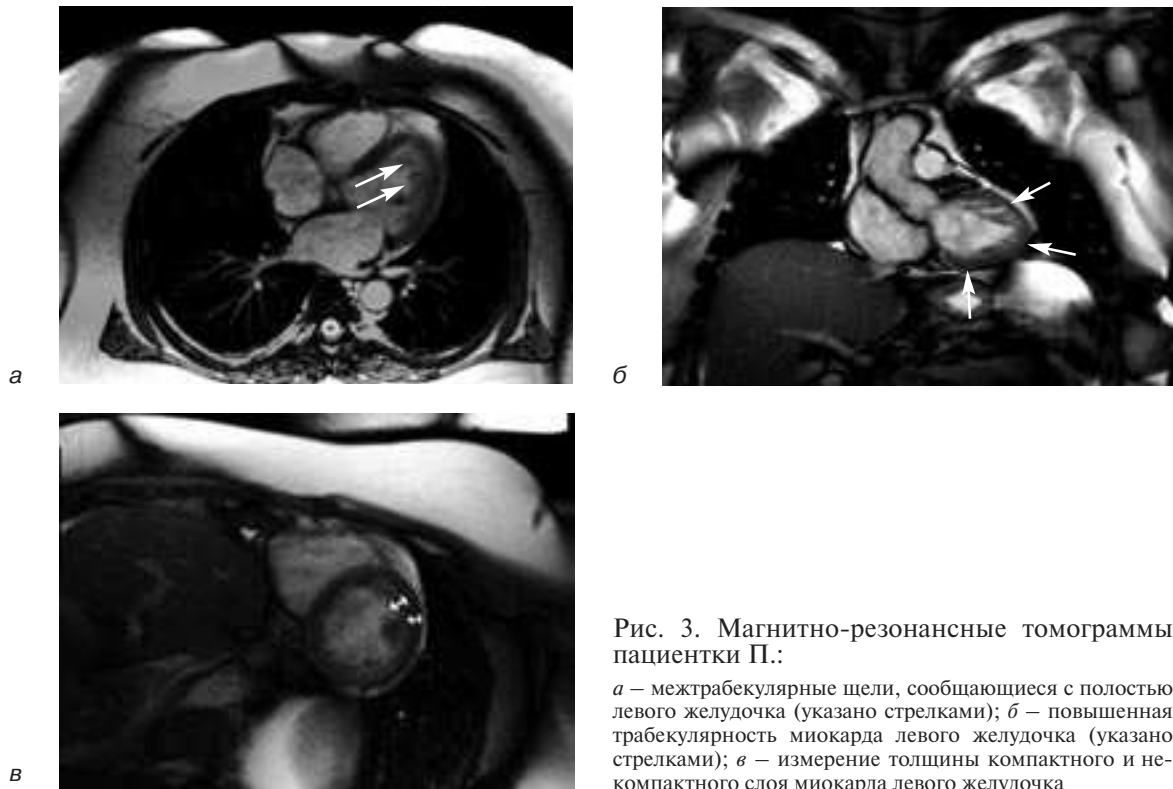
Магнитно-резонансные томограммы пациентки П.:
